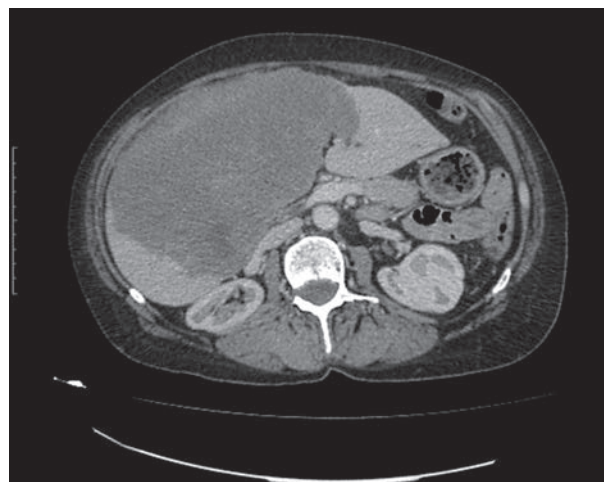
Компьютерная томограмма, аксиальная проекция. Крупный паразитарный узел, распространение на сегмент S3 будущего остатка печени
